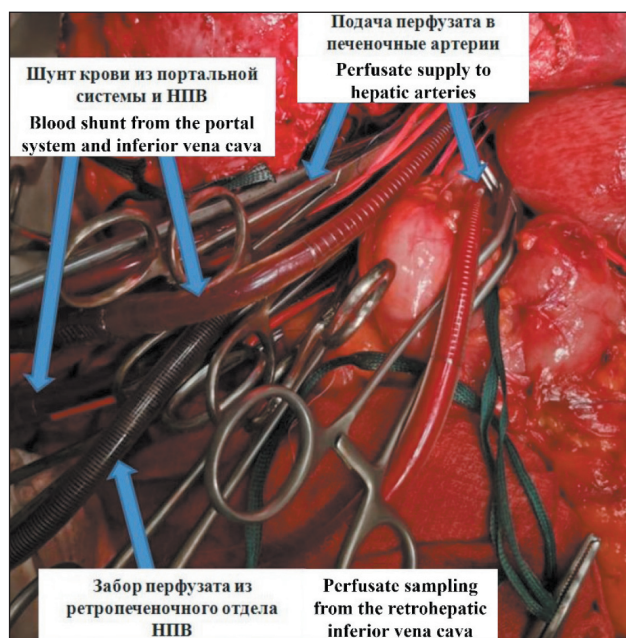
Интраоперационное фото. Изолированная химиоперфузия печени.
